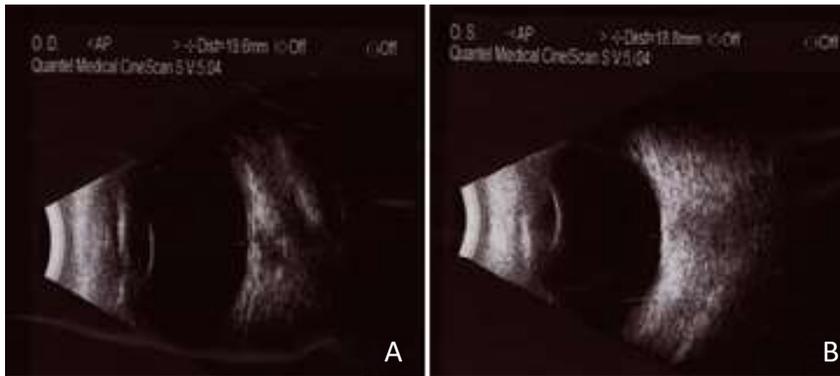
Ecografía modo B. Ojo derecho (A), ojo izquierdo (B): Globo ocular fáquico de 19.6 mm de eje antero-posterior en ojo derecho y 18.8 en ojo izquierdo, con cavidad vítrea ecosilente y retina aplicada en ambos ojos.
